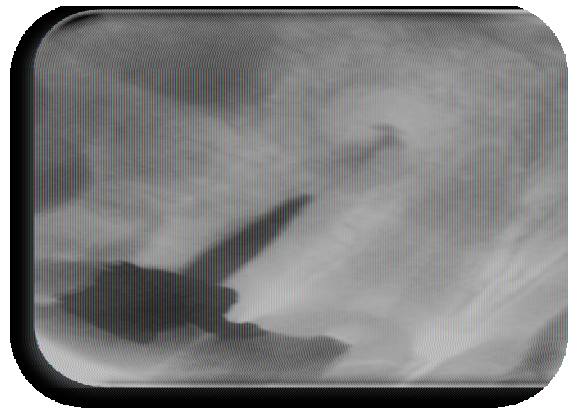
radiographie de contrôle à 1mois de la 22
